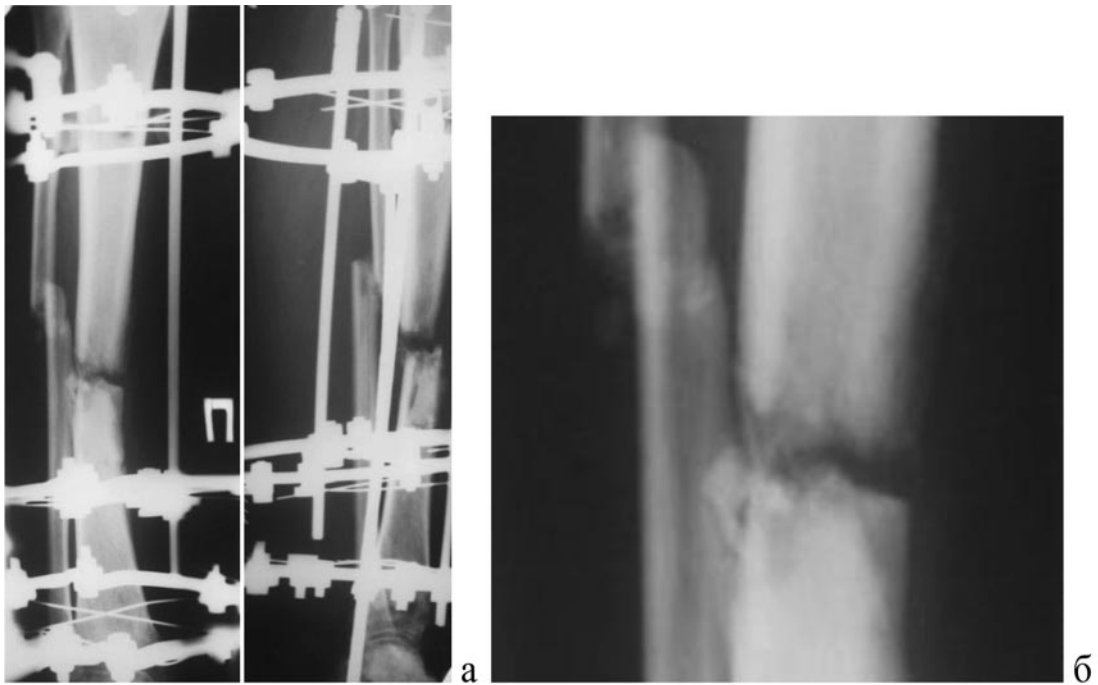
Рентгенограми (а) пацієнтки М., 43 років, у прямій і бічній проекціях через 8 місяців після оперативного лікування (монтажу АЗФ): ознаки кісткової мозолі відсутні, атрофічний несправжній суглоб ВГК; б – збільшений фрагмент рентгенограми (RUST=4)
